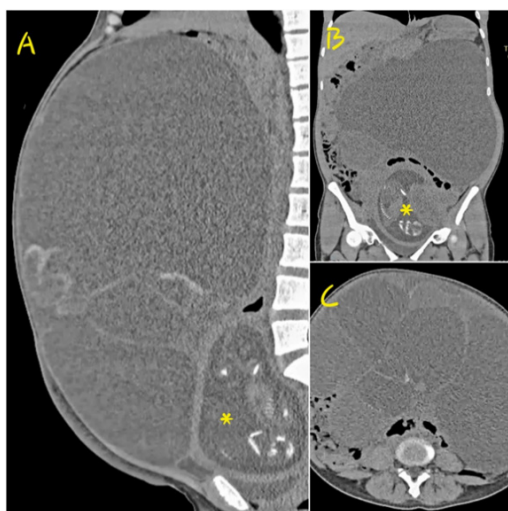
Tomografía abdominal sin contraste: masa anexial. A) Vista sagital. B) Vista coronal. C) Vista axial.
